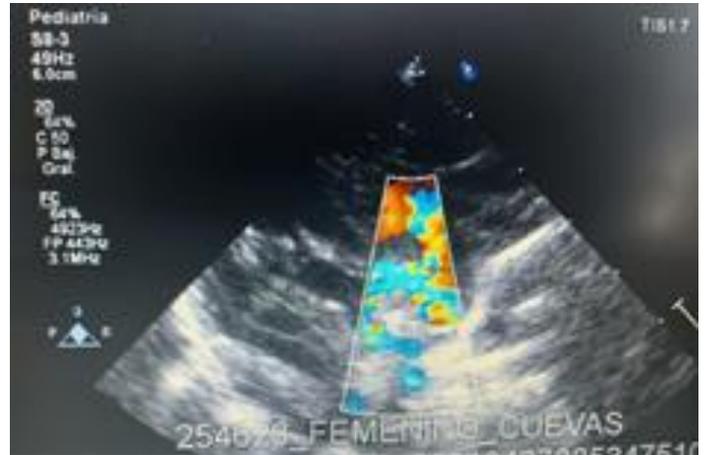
Ecocardiograma: Ventrículo único de morfología izquierda
